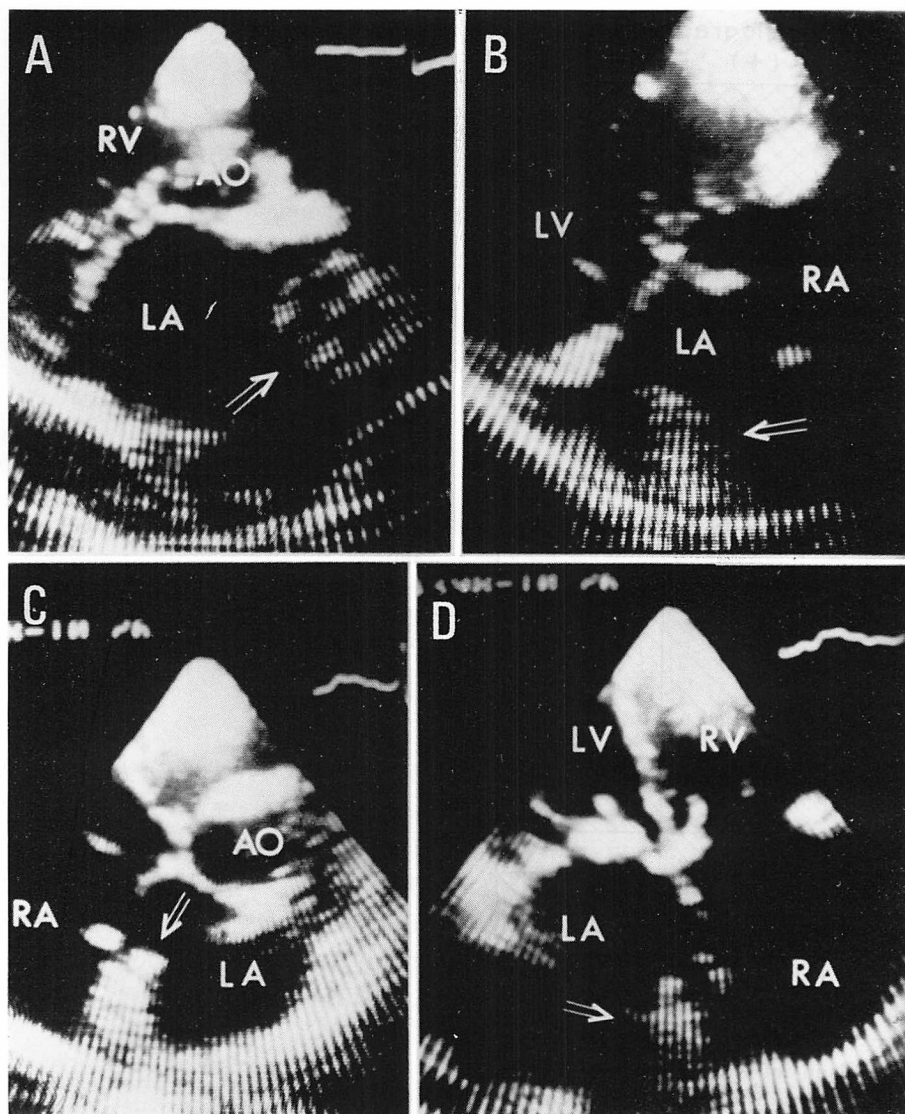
Two-dimensional echocardiograms from a patient with left atrial thrombi at the appendage and posterior wall.
